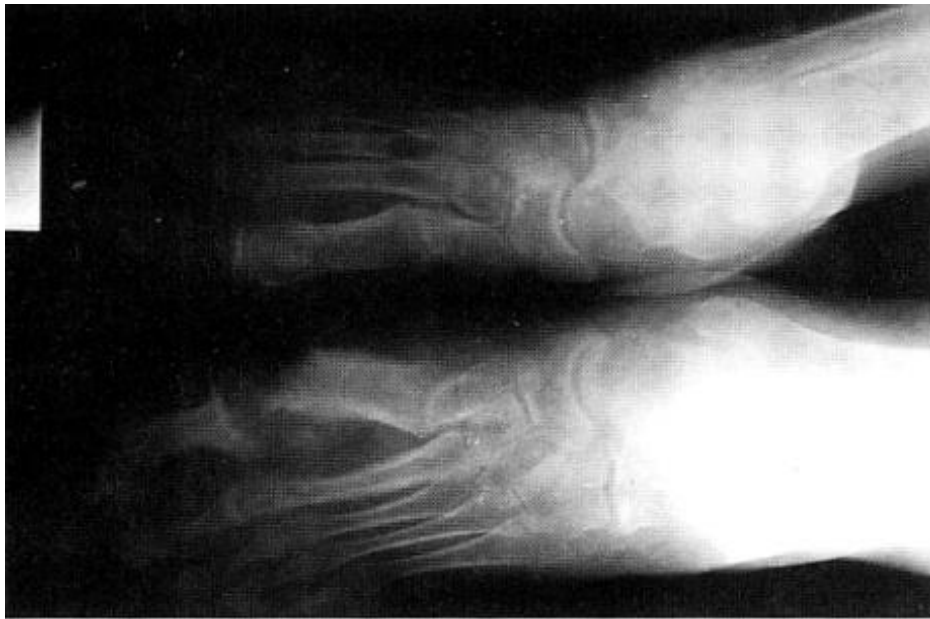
radiographie des avant-pieds : ostéolyse de la tête du 1^{er} métatarsien gauche en sucre d'orge semi-sucé [32].
